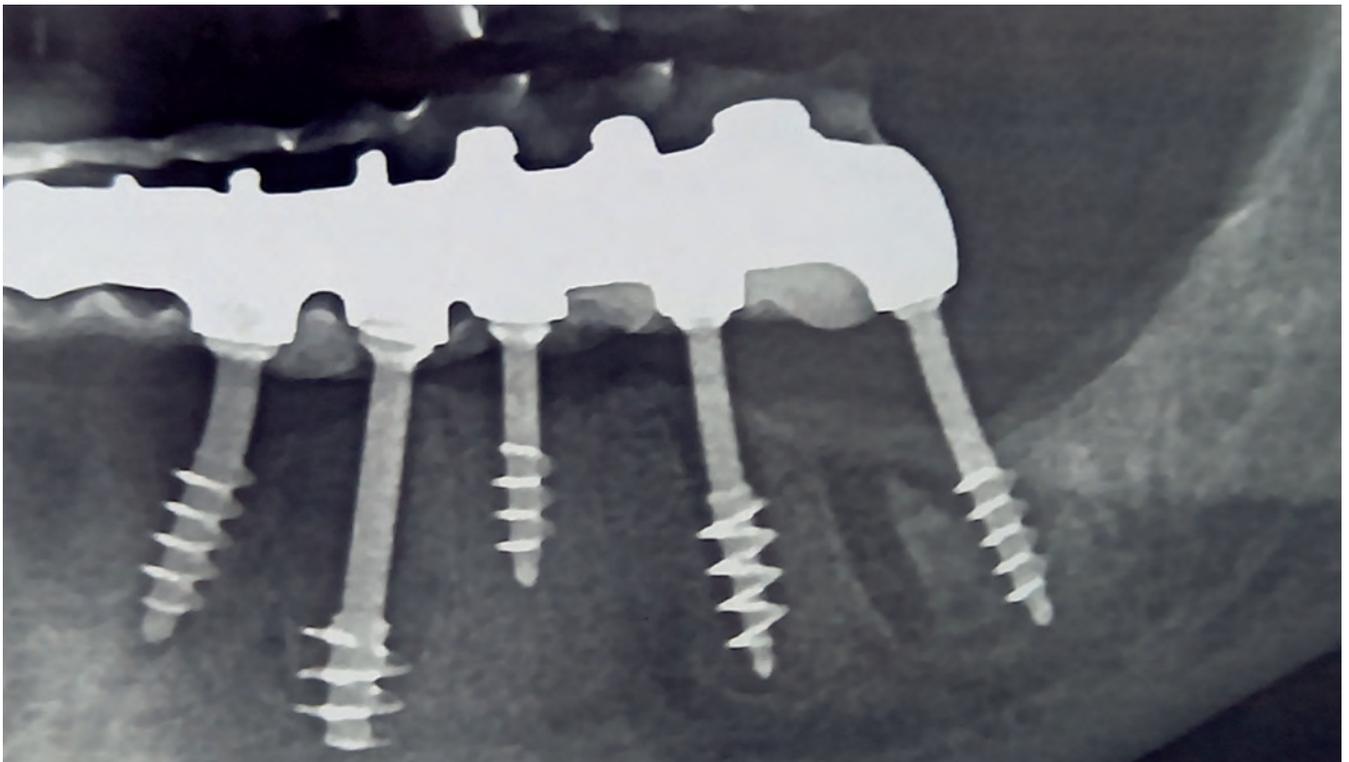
Durante el control de 3 meses se tomó esta radiografía: Todos los defectos del hueso se curan sin problemas y han comenzado a mineralizarse.
